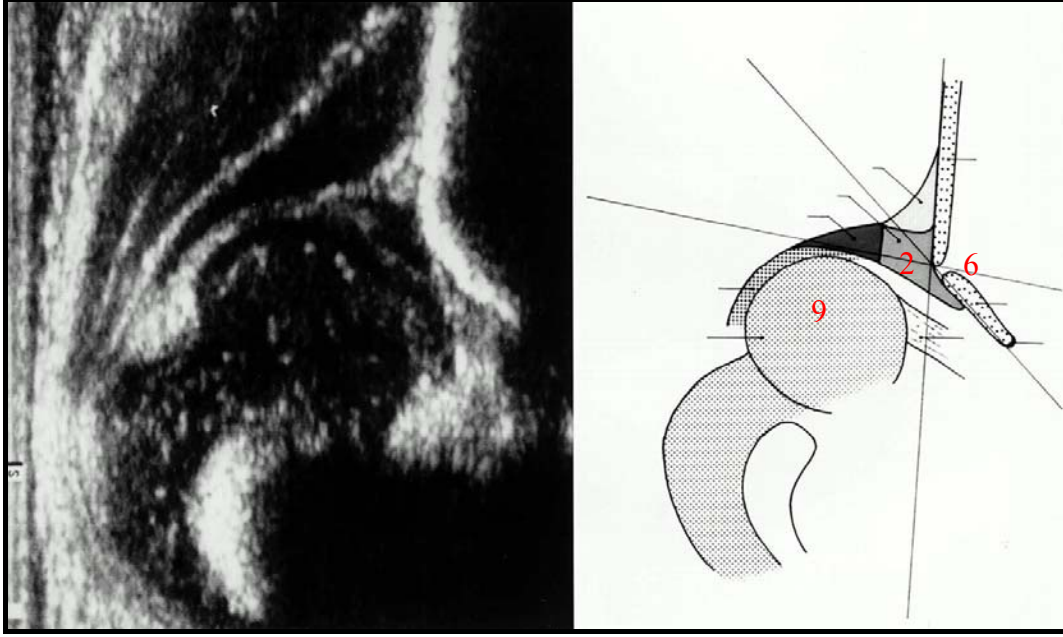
Graf tip 2 kalçanın ultrasonogramı ve şematik çizimi [31].
